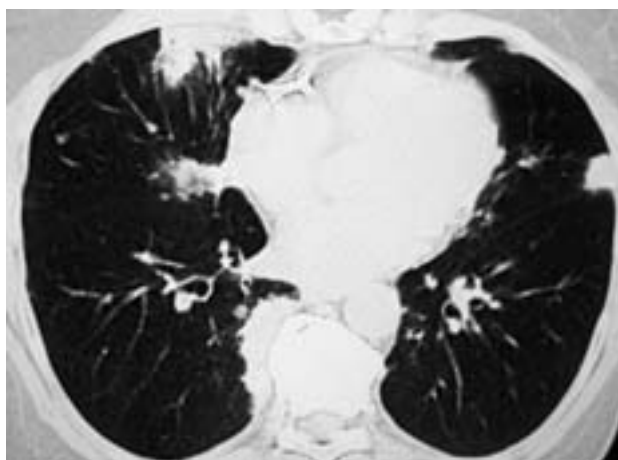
Фрагменты КТ органов грудной клетки пациентки от 06.12.2010 г. – нарастание изменений в легких.
